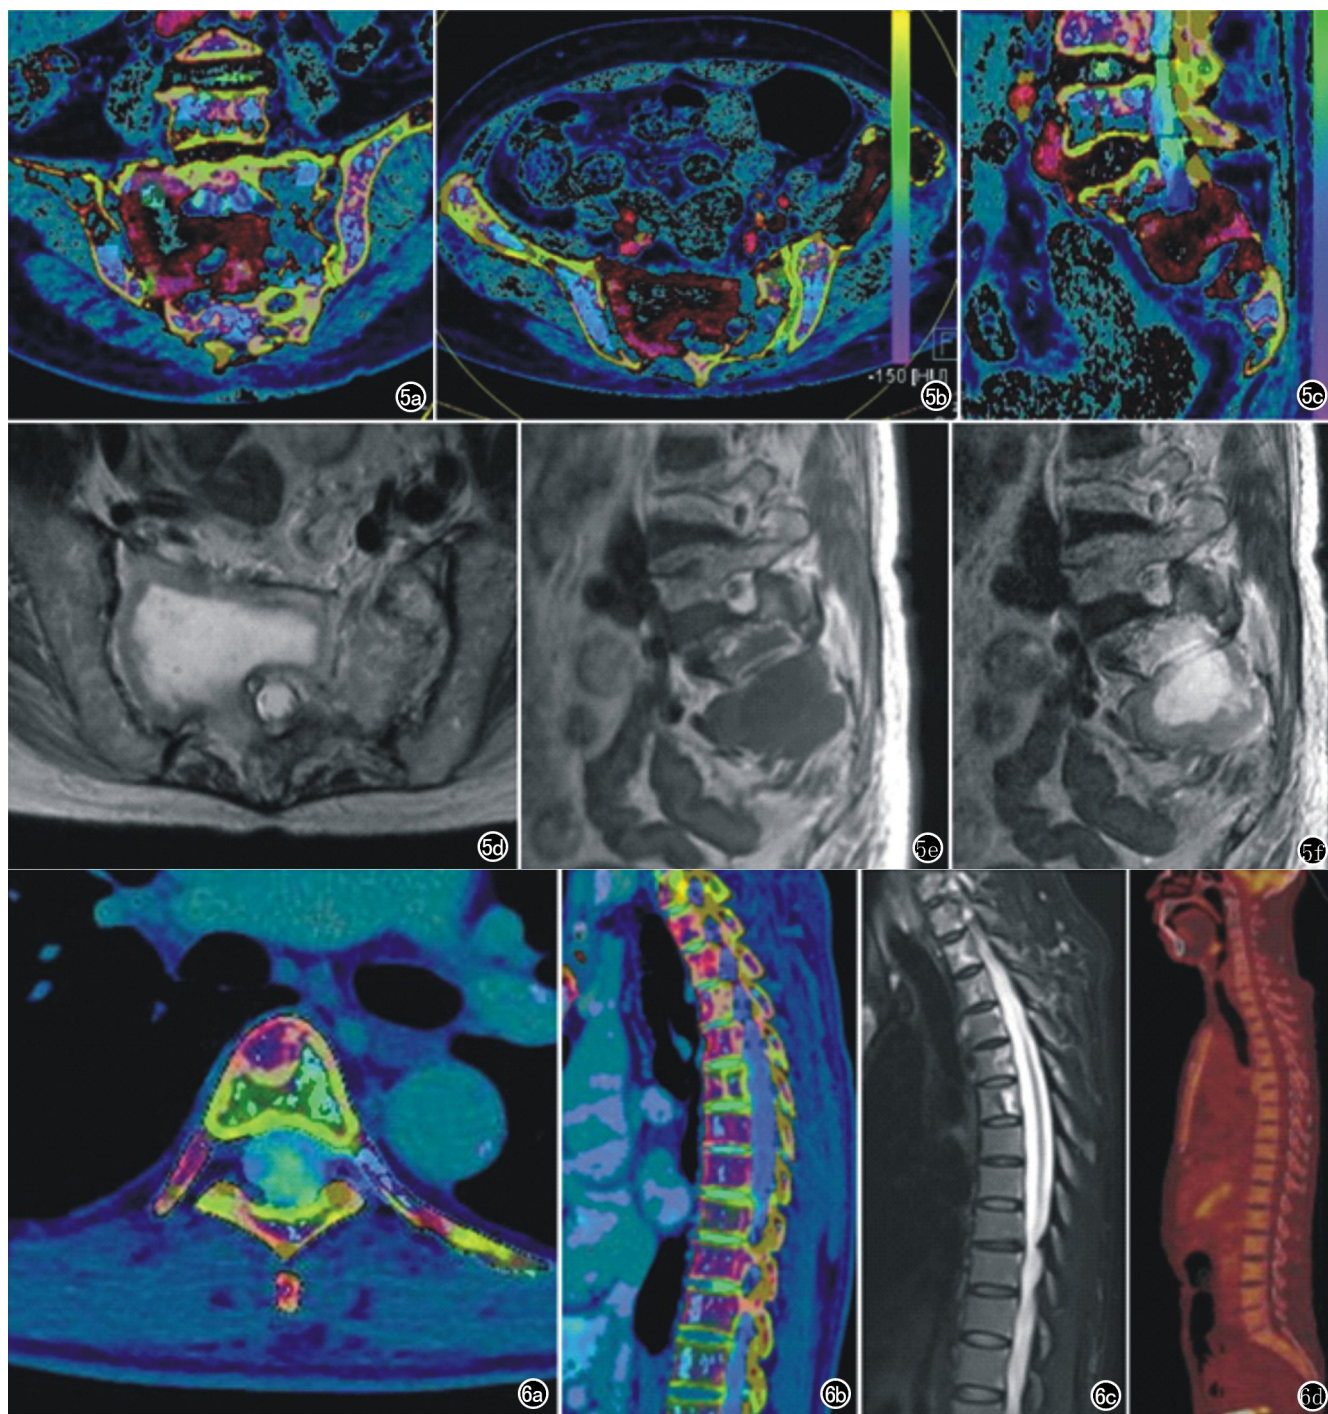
患者,女,66 岁,多发性骨髓瘤病史。a) 双能量彩色编码斜冠状面重建图示骶椎伪彩颜色异常,呈深褐色; b) 双能量彩色编码轴面重建图示骶椎及左侧髂骨伪彩颜色异常,呈深褐色; c) 双能量彩色编码矢状面重建图示骶椎伪彩颜色异常,呈深褐色,提示骨质被肿瘤组织浸润; d) MRI T_2 WI 轴面图示骶骨骨质破坏,呈明显高信号; e) MRI T_1 WI 矢状面图示骶骨骨质破坏,呈明显低信号,内部坏死区域信号更低; f) MRI T_2 WI 矢状面图示骶椎骨质破坏,呈高信号,内部坏死区域信号更高。最终经穿刺活检证实为骨髓瘤。图 6 患者,男,67 岁,套细胞淋巴瘤病史。a) 双能量彩色编码轴面重建图示 Th_4 椎体、附件及邻近肋骨伪彩颜色异常; b) 双能量彩色编码矢状面重建图示多发胸椎椎体伪彩颜色异常,呈棕色,提示肿瘤浸润; c) MRI T_2 WI 矢状面图示对应胸椎的骨质破坏,呈明显不均匀高信号; d) PET-CT 图像(CT 检查前 3 个月)示多发椎体骨髓 FDG 摄取增高。
